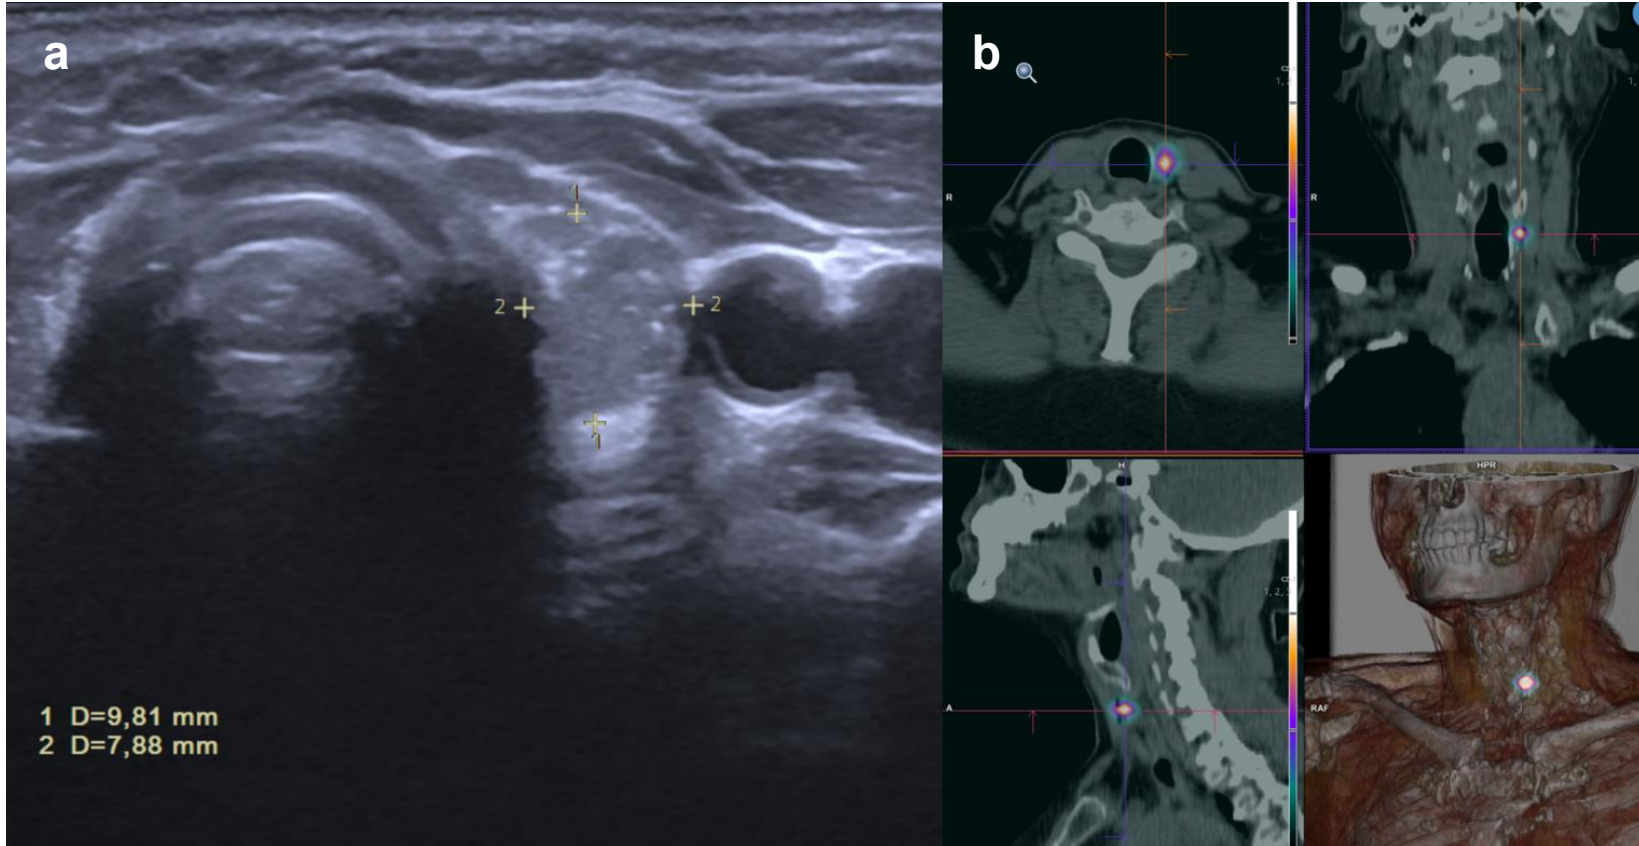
Ecografía (a) y SPECT/TC (b) que muestran un nódulo paratraqueal izquierdo de 10 mm en lecho de tiroidectomía con captación de radiotrazador, correspondiente a recidiva de carcinoma papilar tiroideo.
